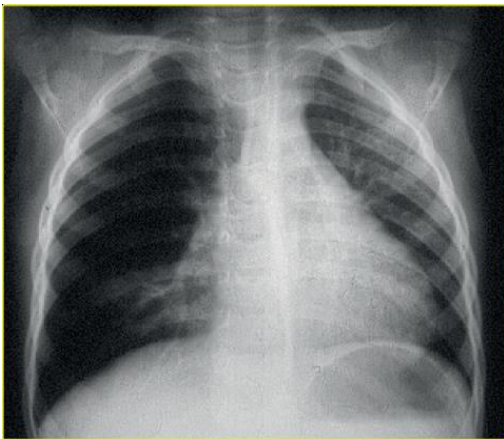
Radiografía tórax (expiración): desviación del mediastino hacia el hemitórax izquierdo insuflación pulmonar derecha más atelectasia lóbulo medio
